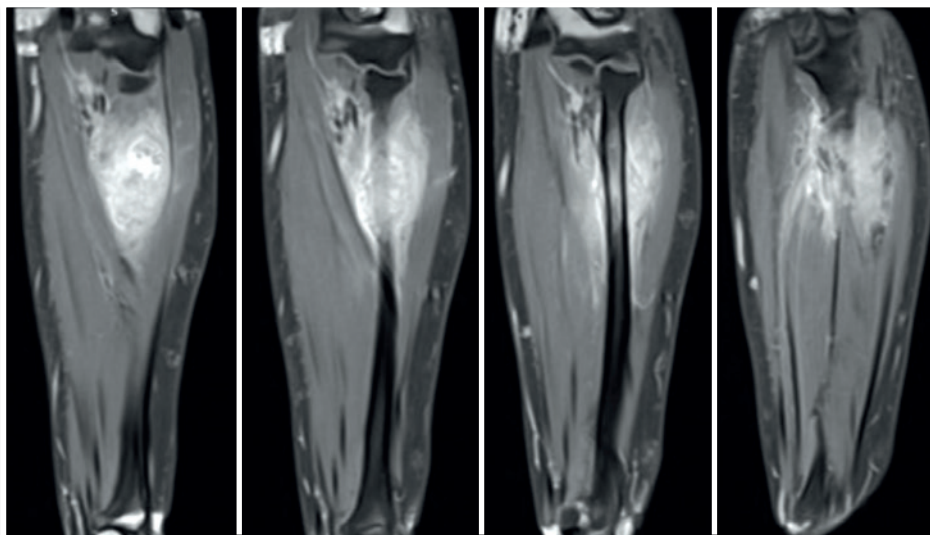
Ressonância magnética, cortes coronais antebraço esquerdo
